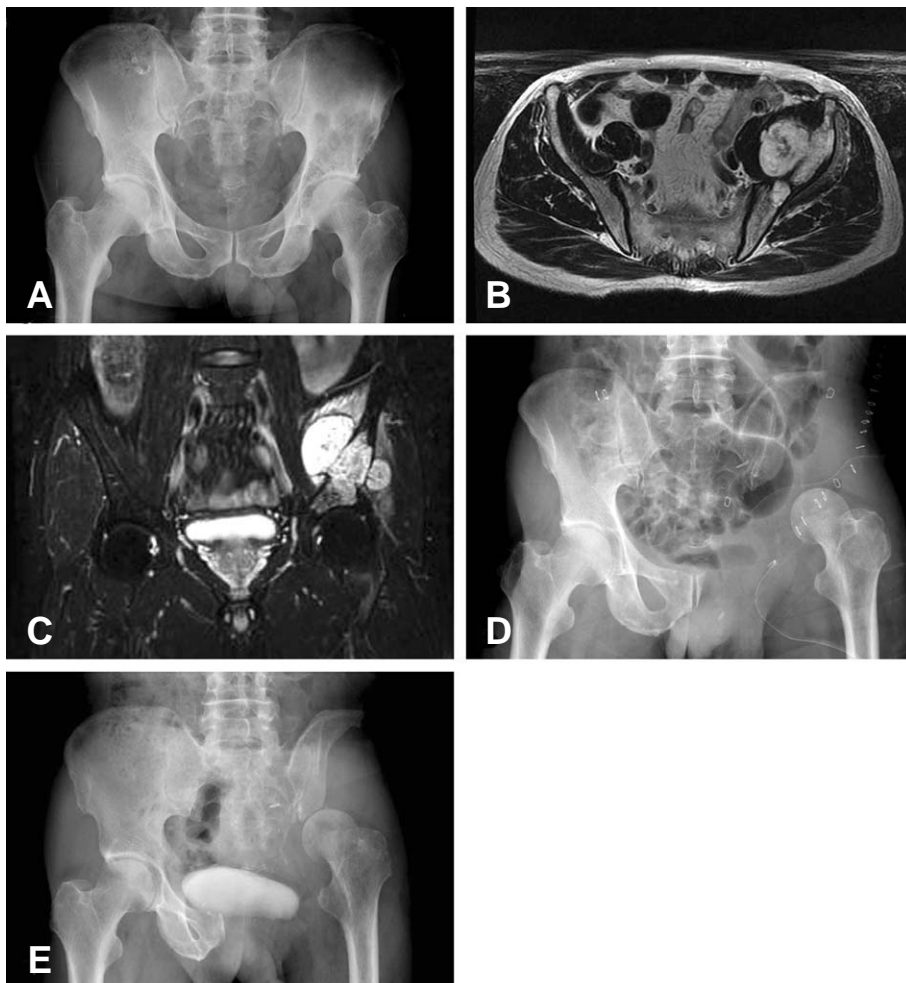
(A) plane radiograph of pelvis AP of a 68 year old man with left hip joint pain (case No 5) showed radiolucent bony lesion in left acetabulum and ilium. (B) An axial T2 weighted image revealed bony lesion of increased signal intensity with extraosseous extension and central calcifications suggesting malignant chondroid tumor. (C) An coronal T1 weighted fat suppressed image with gadolinium enhancement revealed inhomogenous contrast enhancement of main mass and surrounding muscles. (D) Incisional biopsy showed grade 2 chondrosarcoma. An Enneking type I+II+III pelvic resection was performed. (E) An 11 month follow up radiograph of pelvis AP showed upwardly migrated left femoral head. The functional score was 63% of normal limb.
